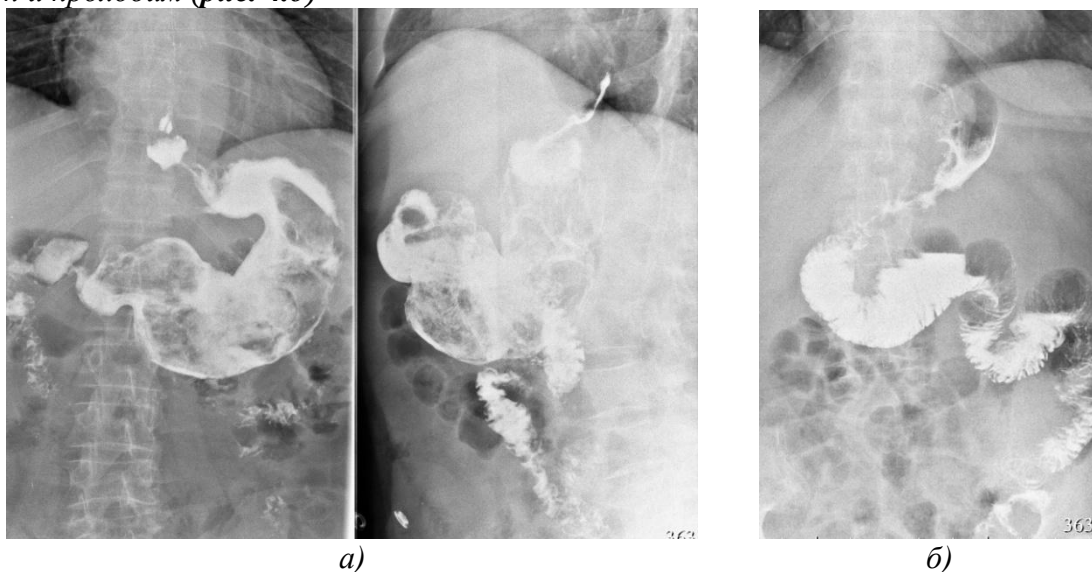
Рентгенограмма желудка больной М. 69 лет: а) перед операцией; б) после резекции по Бильрот I на 6 день после операции.
